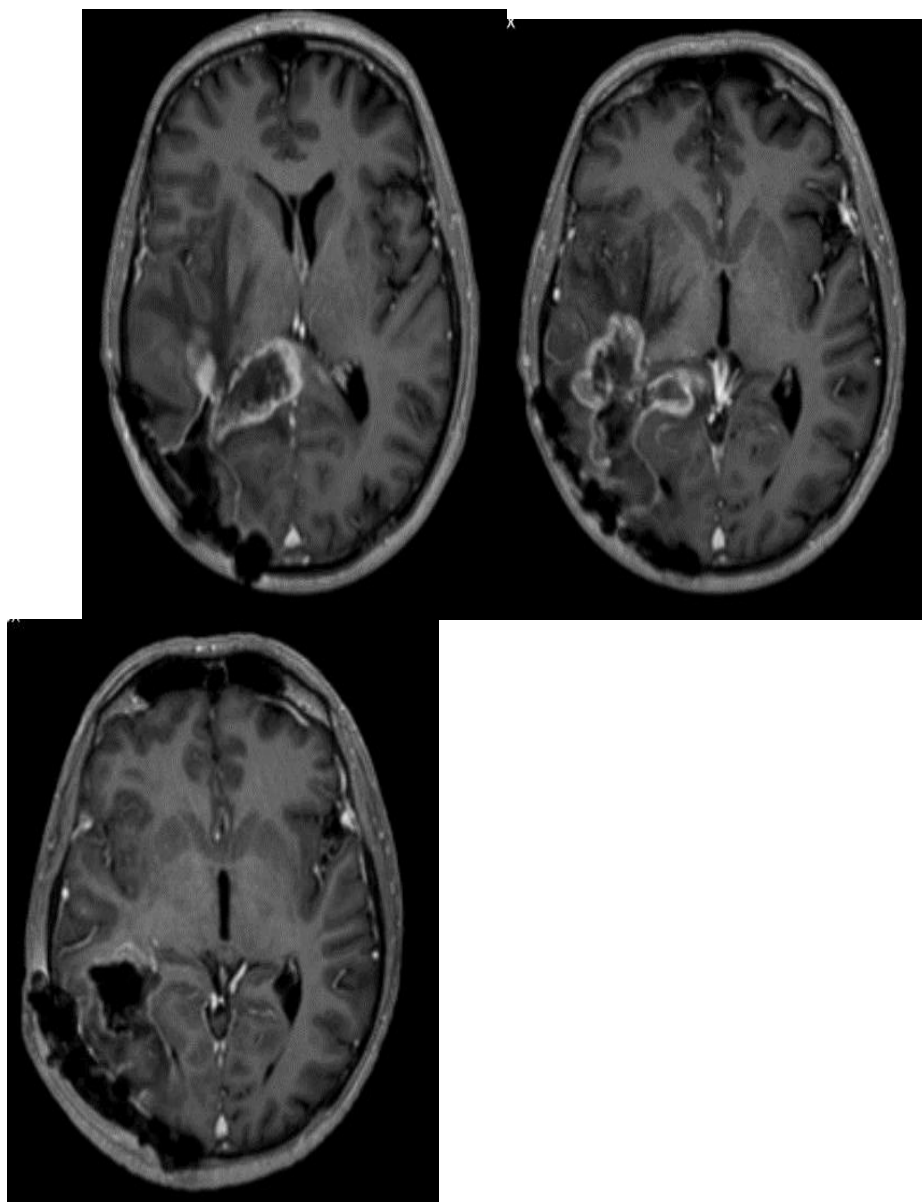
Пацієнт 64 роки. У хворого була субтотально видалена гліобластома. Проведено курс хіміорадіотерапії. Через 14 місяців, за даними МРТ, виявлено рецидив ГБМ (мультифокальний відсів пухлини). (А) МРТ після хірургічної субтотальної резекції. (Б) Рецидив ГБМ (одне з вогнищ мультифокального відсіву у правій задньо-скронево-нижньо-тім'яній ділянці). Проведено радіохірургію з радіосенсибілізацією за допомогою кисню. (В) Повна відповідь на радіохірургічне лікування через 6 місяців. Безрецидивний період після СРХ склав 16 місяців, загальне виживання - 28 місяців.
